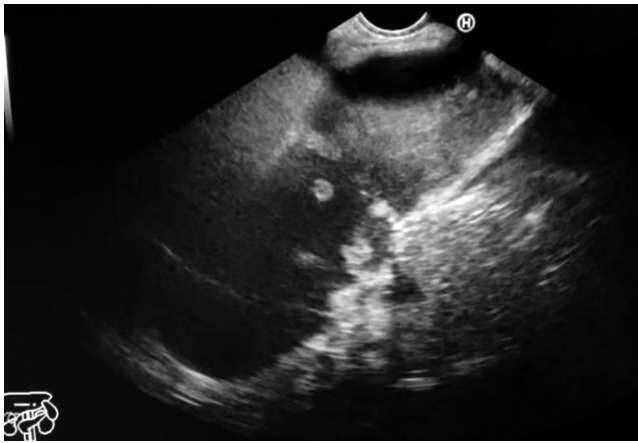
Quiste hepático gigante y múltiples por endosonografía. Imagen propiedad de los autores.
